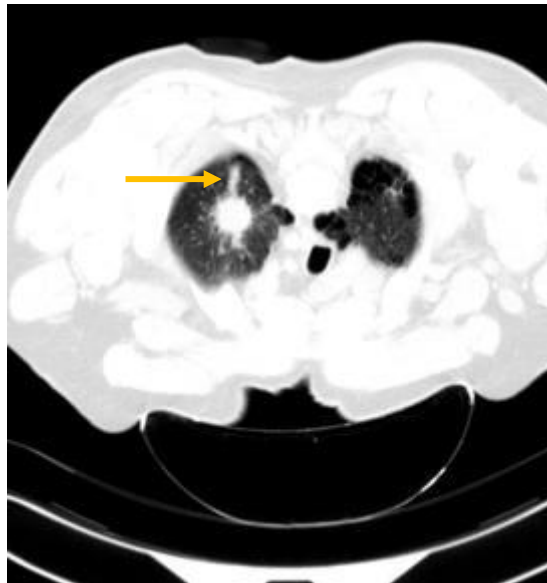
Homme de 54ans Tabagique chronique, présentant un nodule du segment apical du lobe supérieur gauche *TDM thoracique en fenêtre parenchymateuse ; coupe axiale* : Hémorragie alvéolaire minime le long du trajet de l'aiguille
